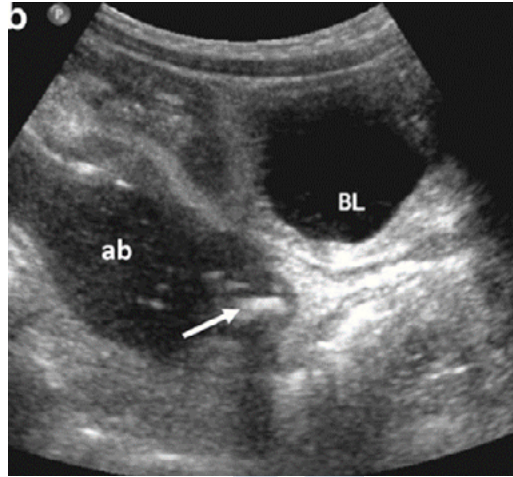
Ecografía de apéndice perforado con absceso y apendicolito (flecha).
